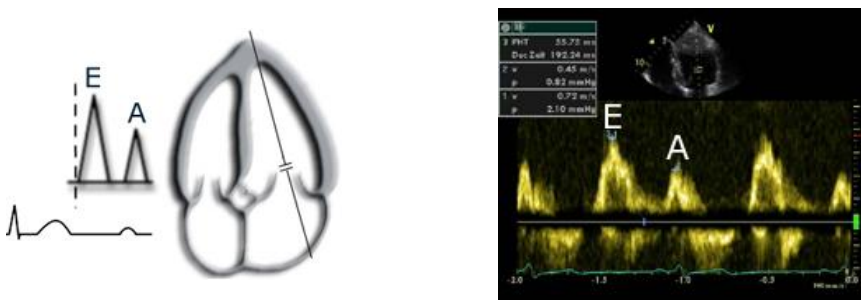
A) Colocación del doppler pulsado a nivel del anillo mitral, b) Patrón de llenado transmitral normal (E>A)
